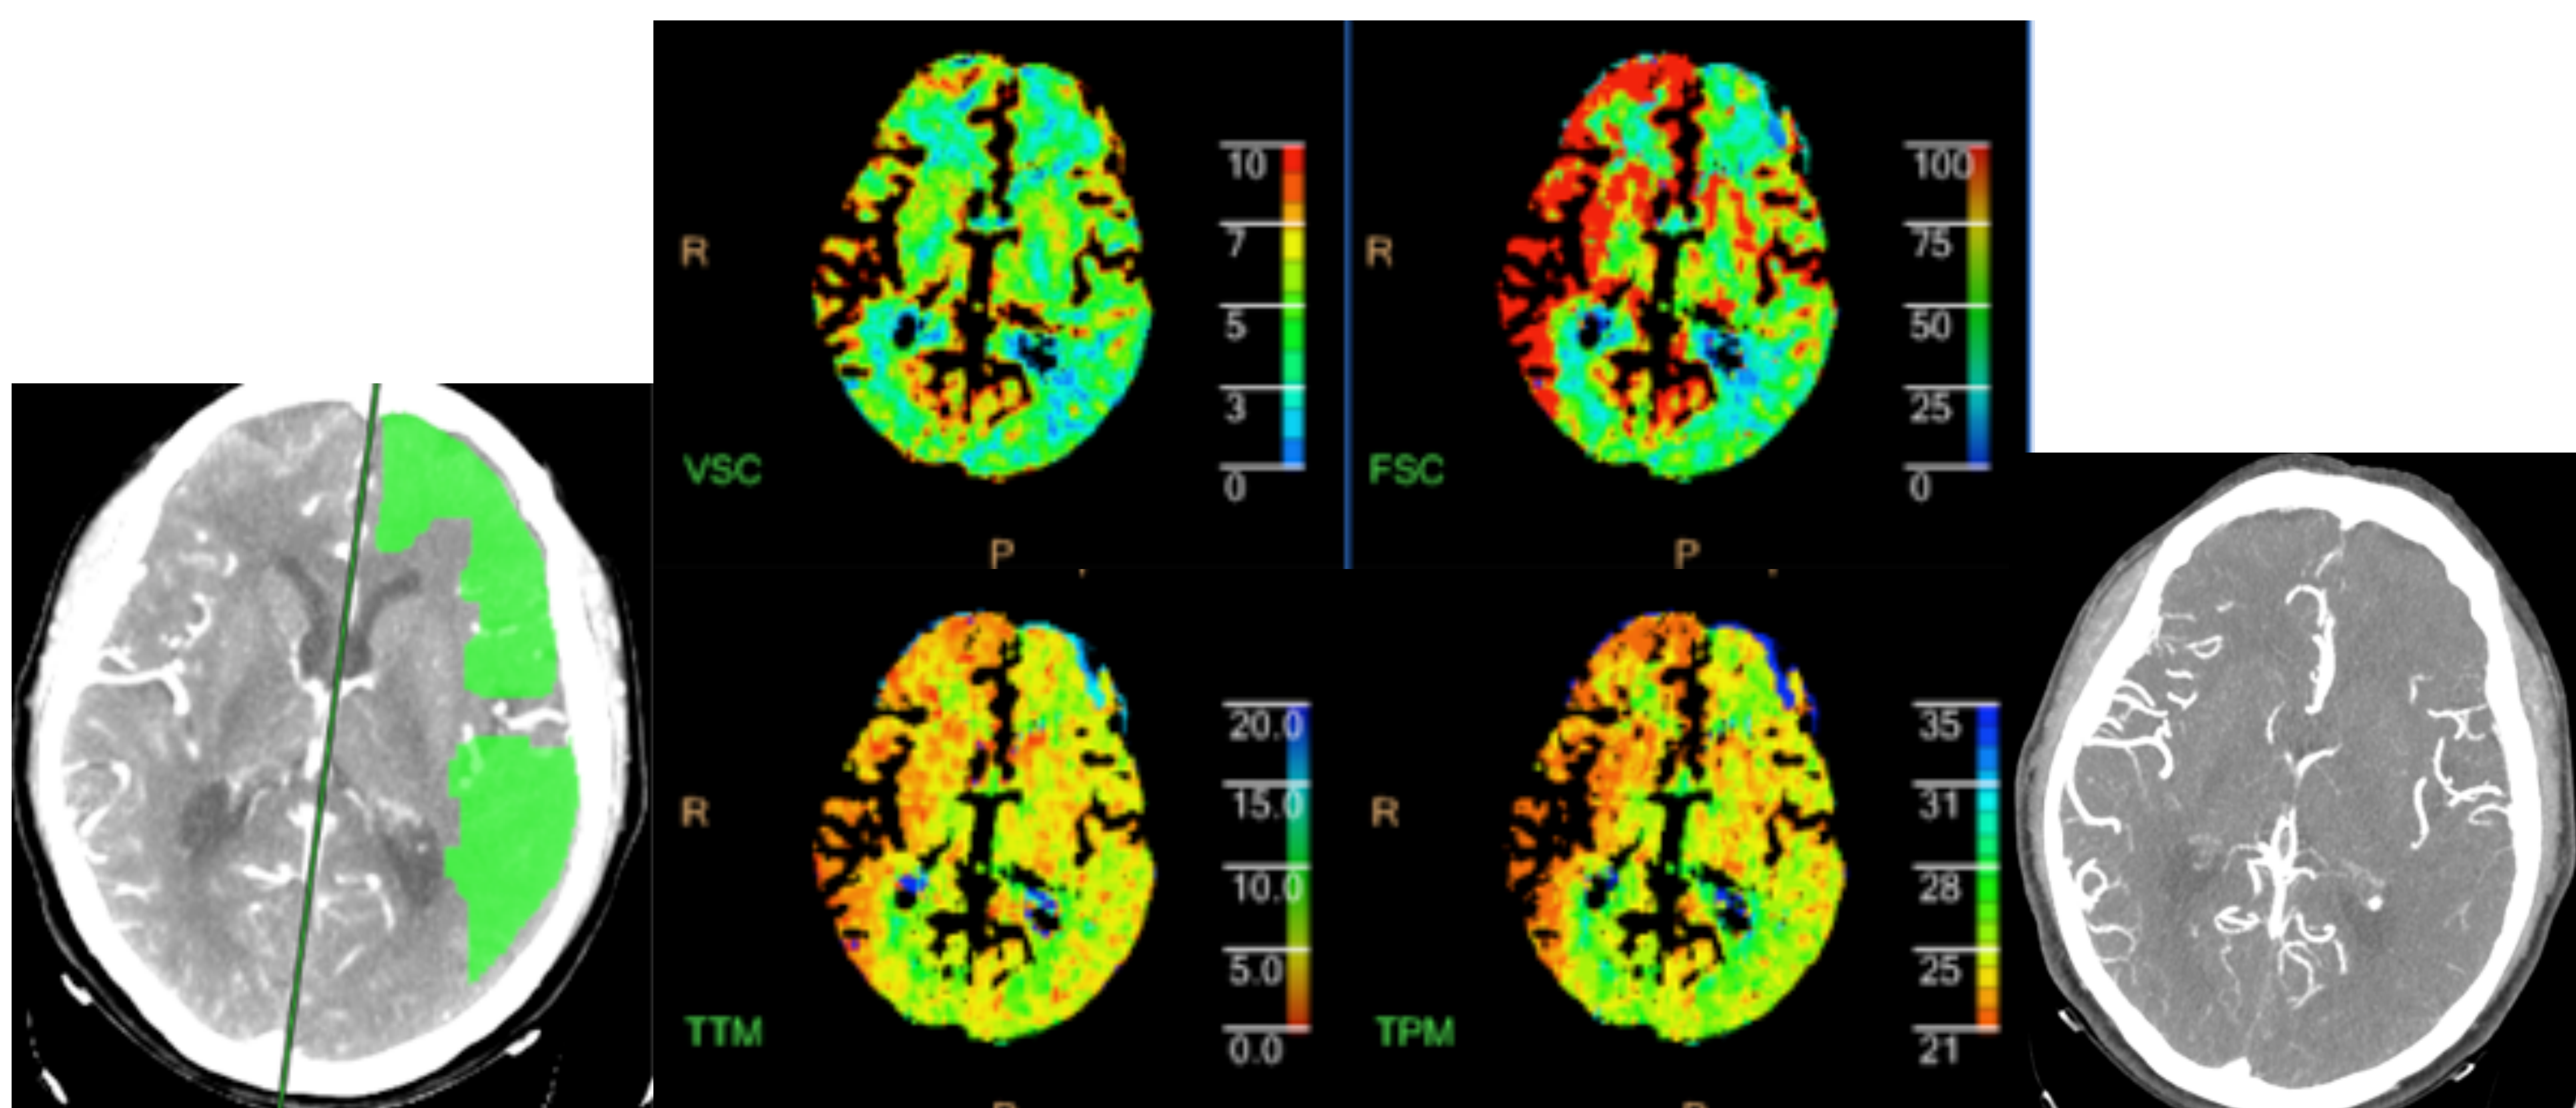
Mapa de predicción mostrando territorio de penumbra frontoparietotemporal izquierdo. Fig.2. Disminución del TTM y TTP de predominio cortical con aumento del FSC en hemisferio derecho, y VSC normal. Fig.3. Angio-TC craneal con MIP, que no muestra oclusiones vasculares. Incremento en la vascularización hemisférica derecha respecto a contralateral.
